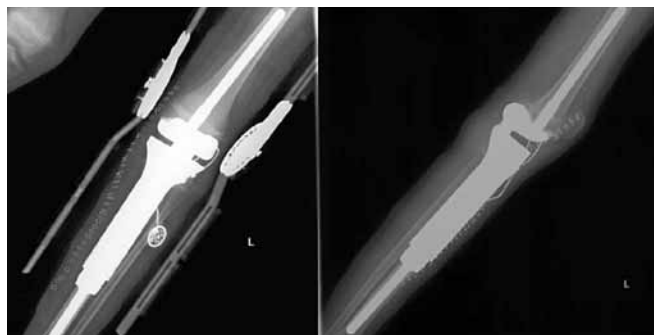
Послеоперационная рентгенография пациентки К.
